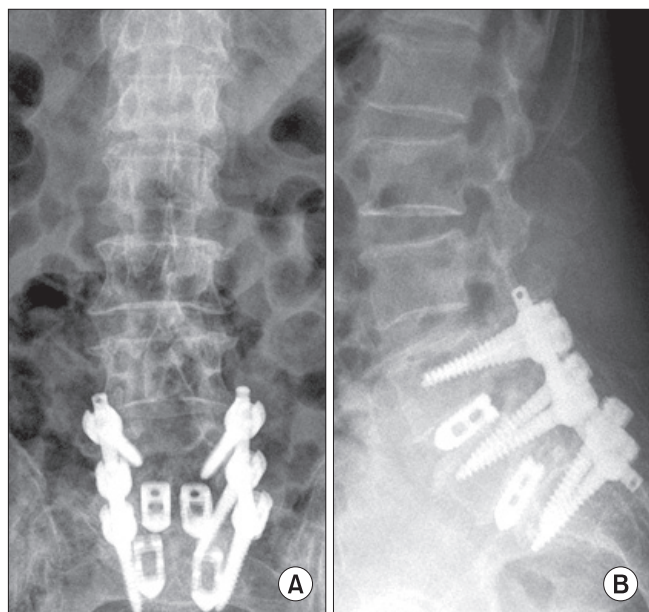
Postoperative plain radiographs. (A, B) Anteroposterior (A) and lateral (B) radiographs show posterior decompression and interbody fusion using pedicle screws and cages on L4-5-S1 level.
